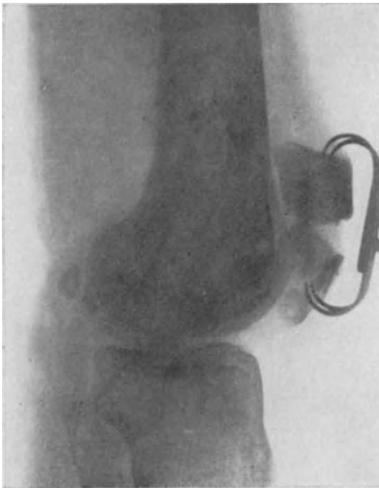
MALGAIGNESche Klammer im Röntgenbild. Die Eversion ist nicht beseitigt.
